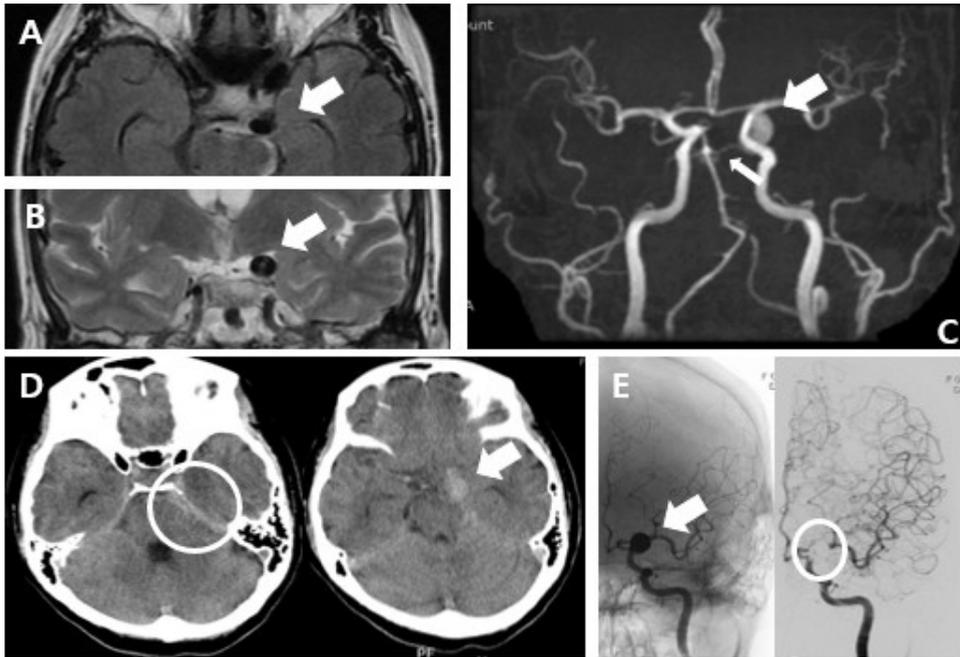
(A-C) Images of follow-up brain magnetic resonance imaging (MRI) and magnetic resonance angiography (MRA) at onset.
